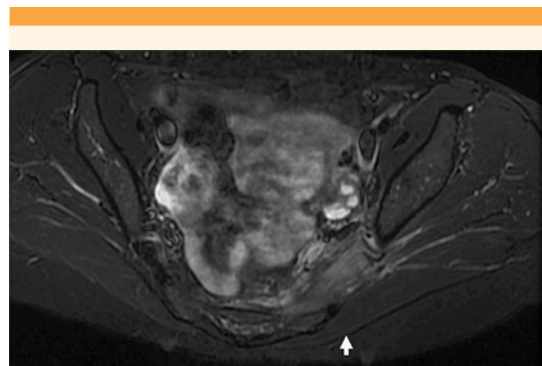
Resonancia magnética pélvica, con supresión grasa sin contraste. Se aprecian engrosamiento y zona hiperintensa sugerente de edema. El músculo piriforme sugerente de edema.
